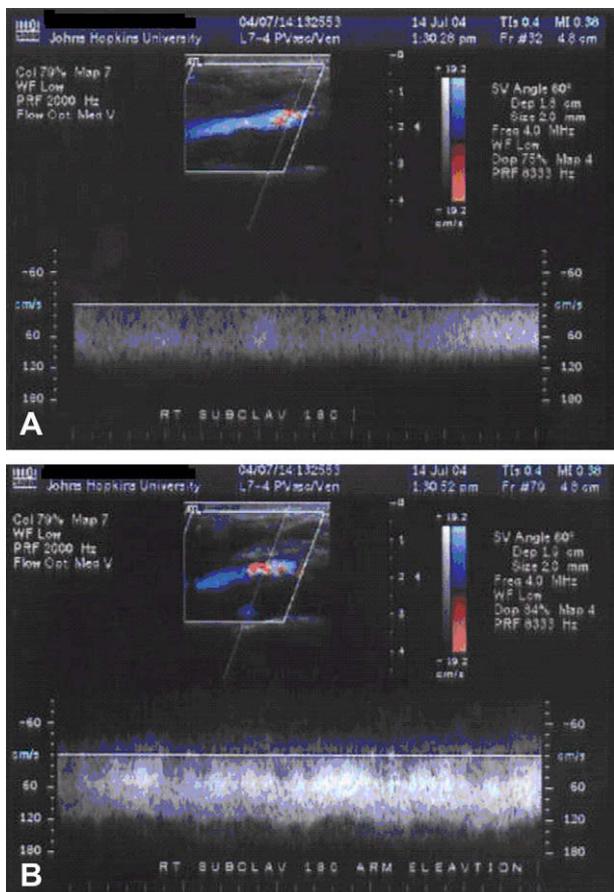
Eco-Doppler que demuestra la circulación colateral que rodea la vena subclavia trombada en el paciente 2.
